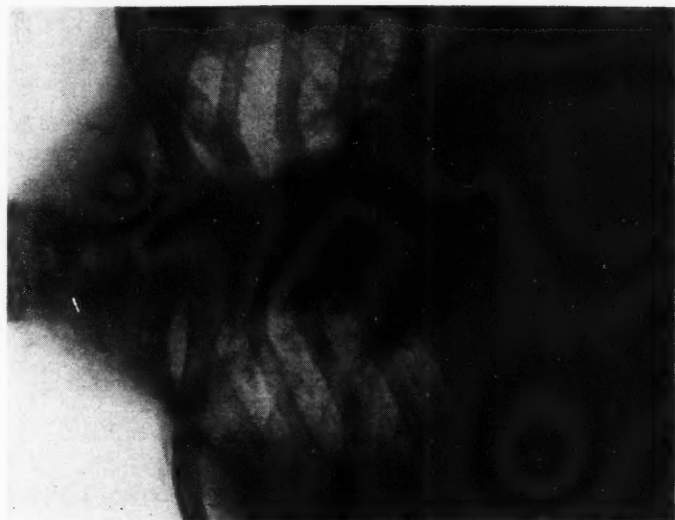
Radiographie pulmonaire prise au lit du patient, le 8 mars 1955, 16 jours après l'intervention chirurgicale et deux jours après le début du syndrome embolique. Le cliché révèle une opacification floue de la base droite.
